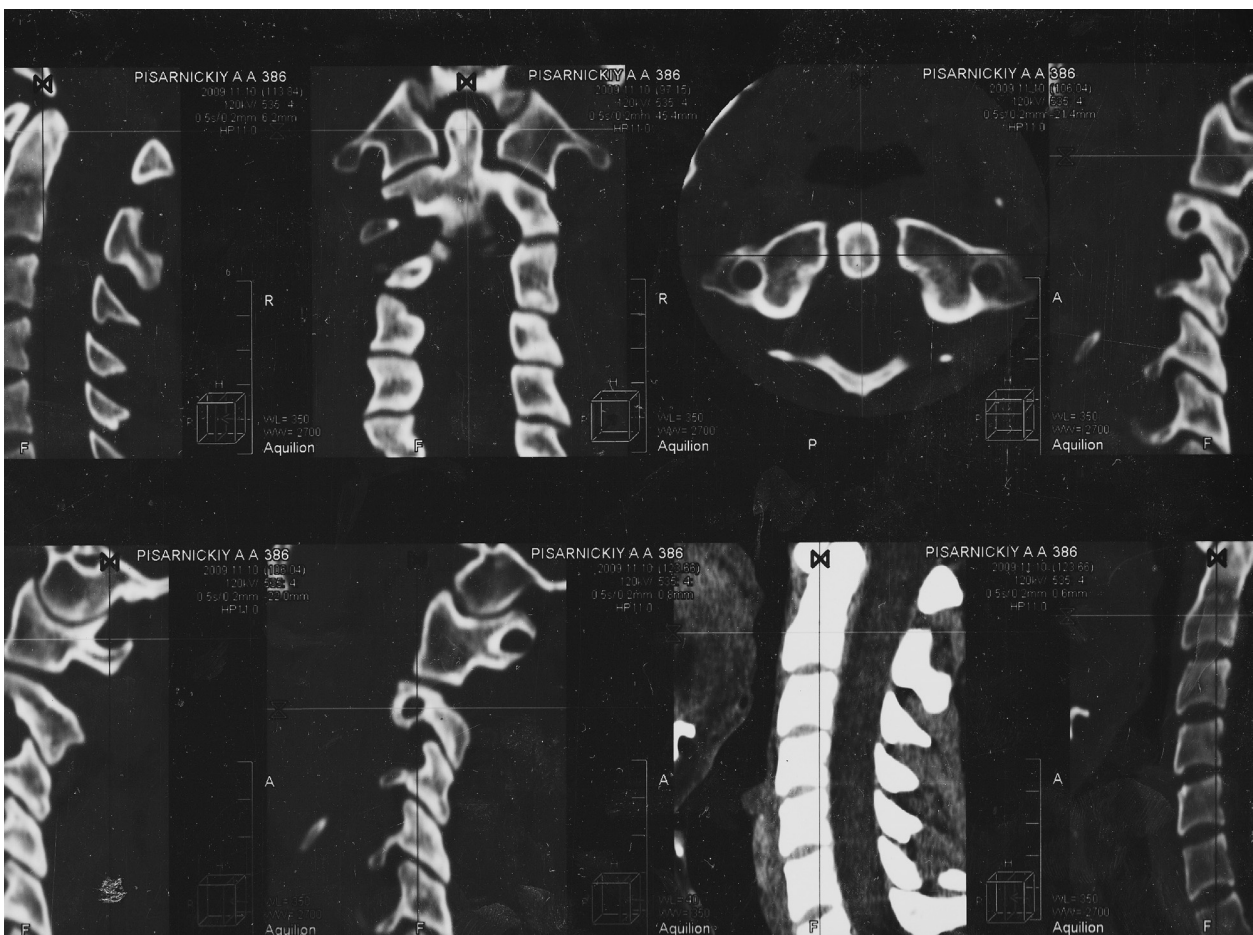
Компьютерная томограмма у больного П., 20 лет, выявила подвывих в атлантоаксиальном сочленении
